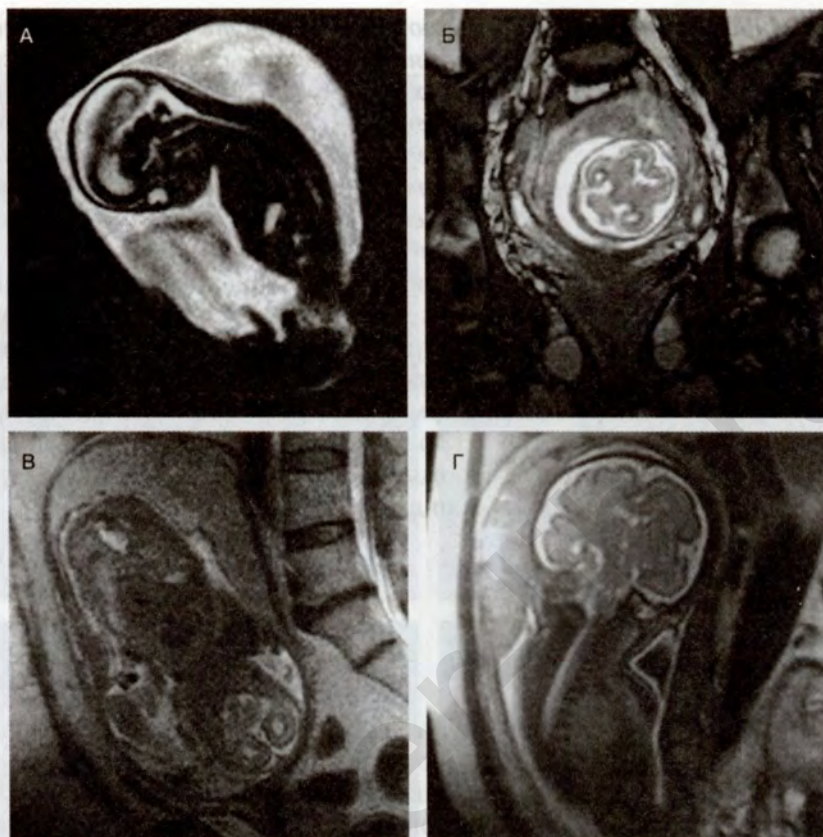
МР-томограммы головного мозга плодов в разные сроки беременности
